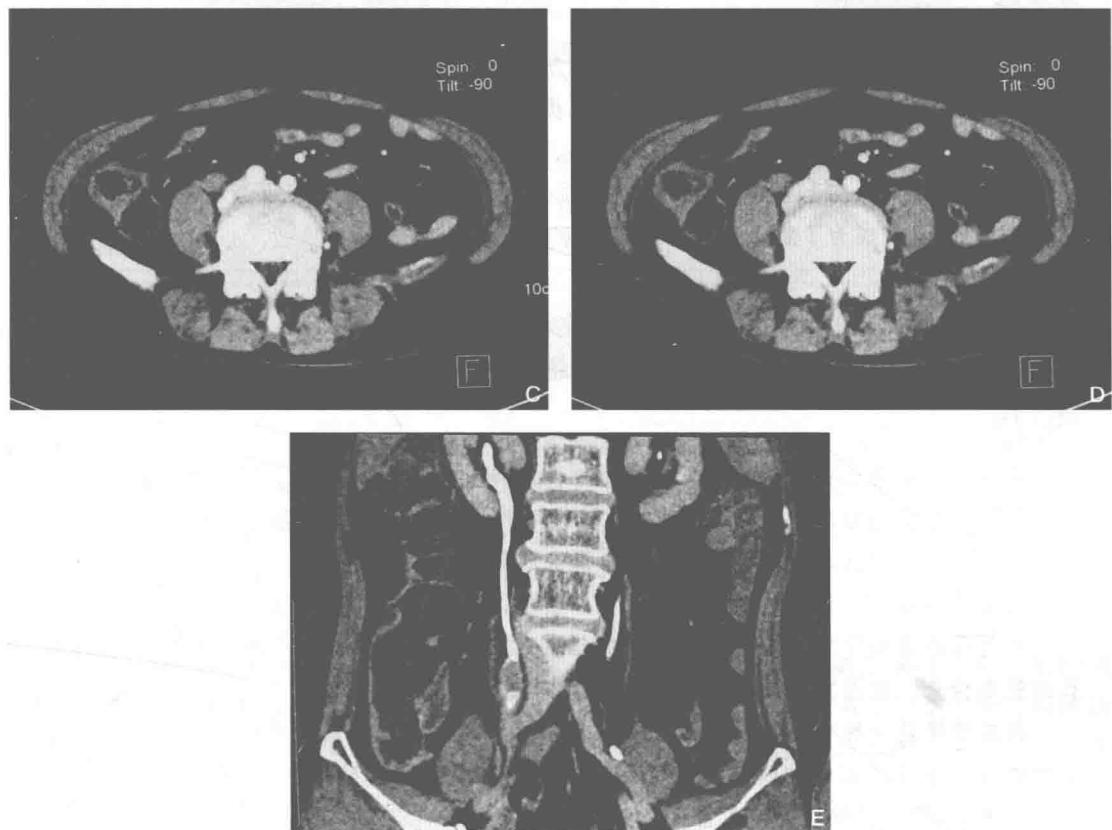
增强 CT 及尿路成像:双肾未见明确占位,右输尿管中段可见管腔环形增厚,泌尿系重建可见右输尿管中段占位
